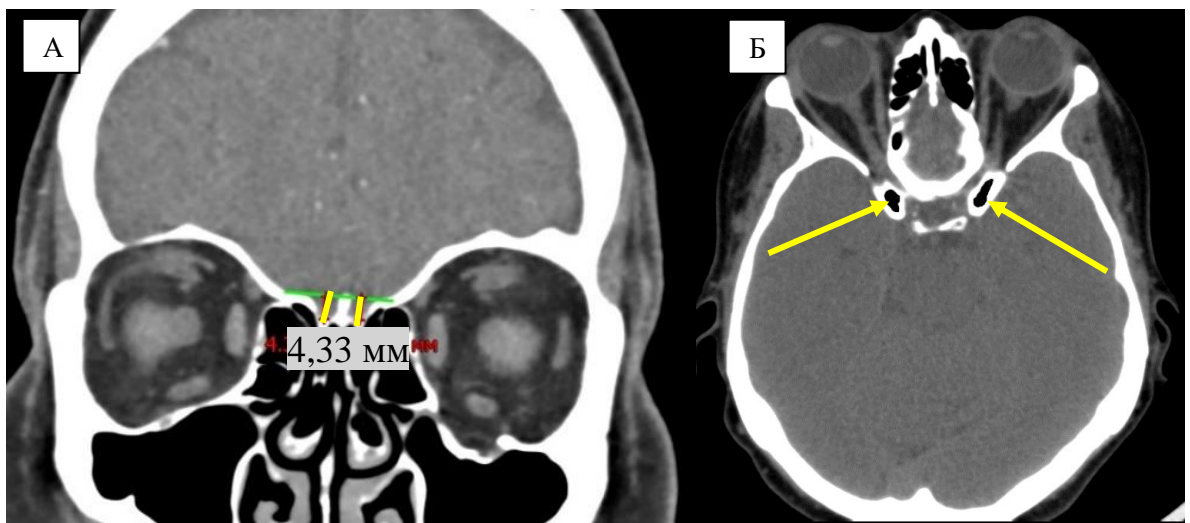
А - Оценка глубины ольфакторной ямки по Keros (на примере – тип II). Б - КТ головного мозга, костный режим. Отмечается пневматизация ПНО с двух сторон (стрелки)
